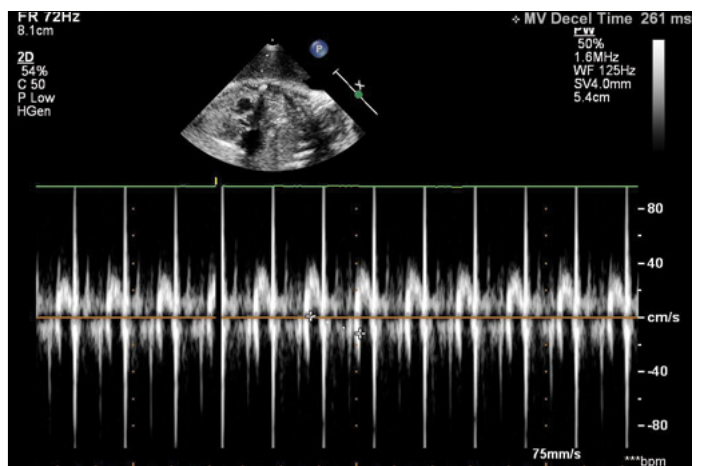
Fetal heart rate (MV): 261 on fetal Doppler echocardiography
